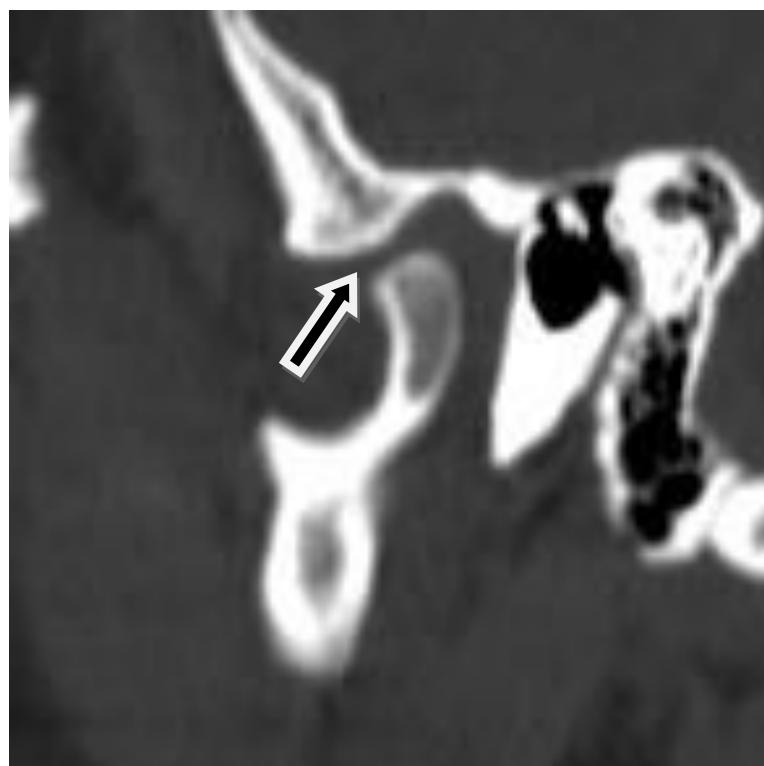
Pacijentkinja 67 godina. CT snimci: A – koronalna koštana rekonstrukcija levostranog temporomandibularnog zgloba, sa zaravnjenošću, kortikalnim erozijama i iregularnošću kondilarne i temporalne zglobne površine (strelica), B – sagitalna koštana rekonstrukcija, zaravnjena površina kondila sa iregularnim suženjem zglobnog prostora. Osifikovano intraartikularno telašće (strelica).
